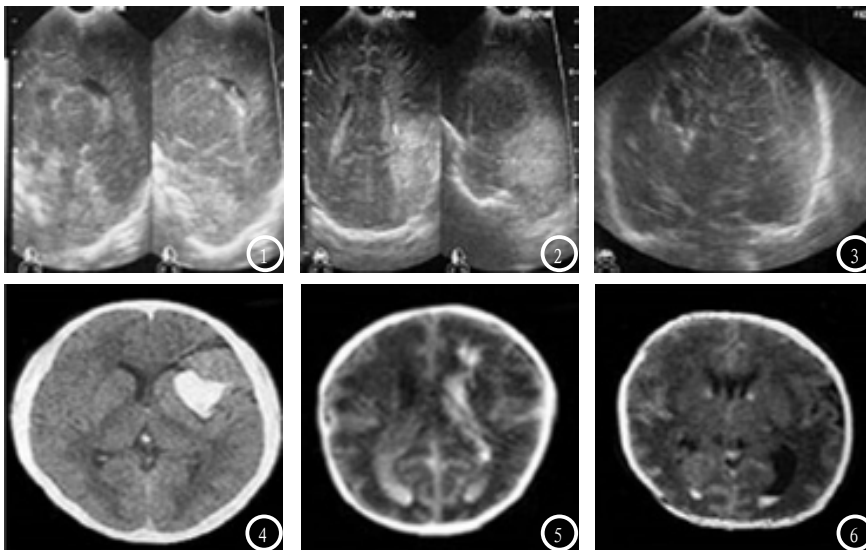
男, 36周早产, 脑室腔出血, 超声见右侧脑室内回声增强, 脉络膜边缘不规则, 脑室无扩张。图2 男, 34周早产, 脑室内出血伴脑室扩张, 超声见左侧脑室内高回声。图3 女, 33周早产, SDH, 超声见临近额顶叶表面硬膜下见高回声。图4 男, 34周早产, 脑室腔出血, CT见脑室后角内出血灶, 脑室无扩张。图5 女, 35周早产, SAH, CT见两侧脑室内旁生发层出血, 脑室积血扩张。图6 女, 33周早产, SDH, CT颅骨内板下呈新月状高密度影。
